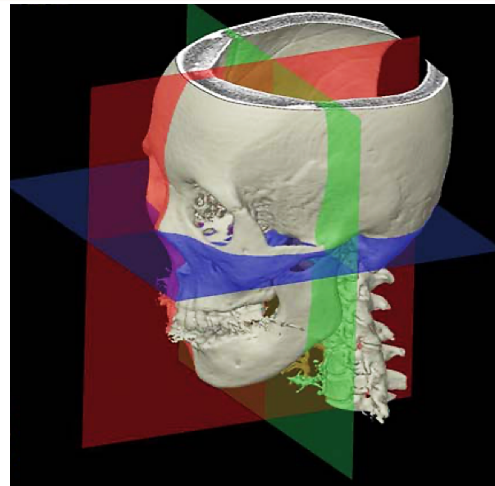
The three standard planes were used to realign the computed tomographic images: the Frankfort horizontal, the coronal plane, and the midsagittal plane.
